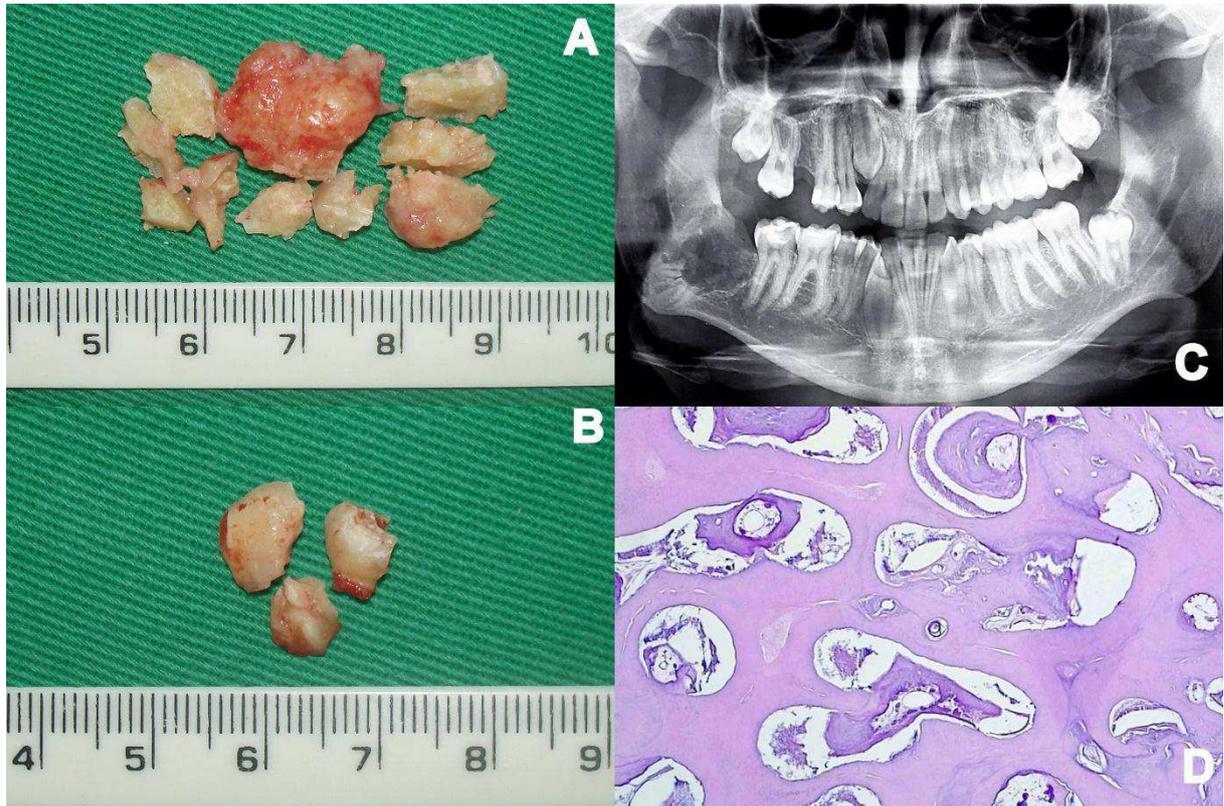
Espécime cirúrgico da massa do odontoma complexo(A), Fragmentação do dente(B). Radiografia panorâmica pós operatório de 03 meses (C). Fotomicrografia do odontoma complexo (aumento de 100x) mostra uma massa desorganizada de dentina misturada com pequenos grupamentos de matriz de esmalte(D).
